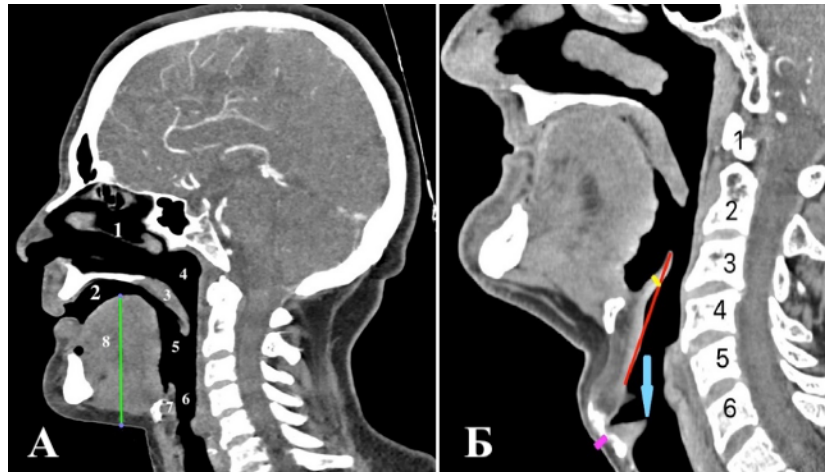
КТ ротогортаноглотки и трахеи в сагитальной проекции
